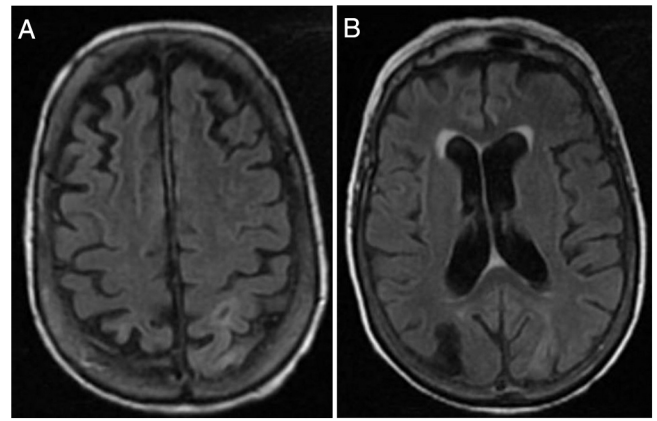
A: Secuencia T2 FLAIR donde se evidencia práctica desaparición de las lesiones previas, únicamente tenue hiperintensidad en surcos posteriores. B: Secuencia T2 FLAIR. Desaparición de lesiones en zona posterior.
